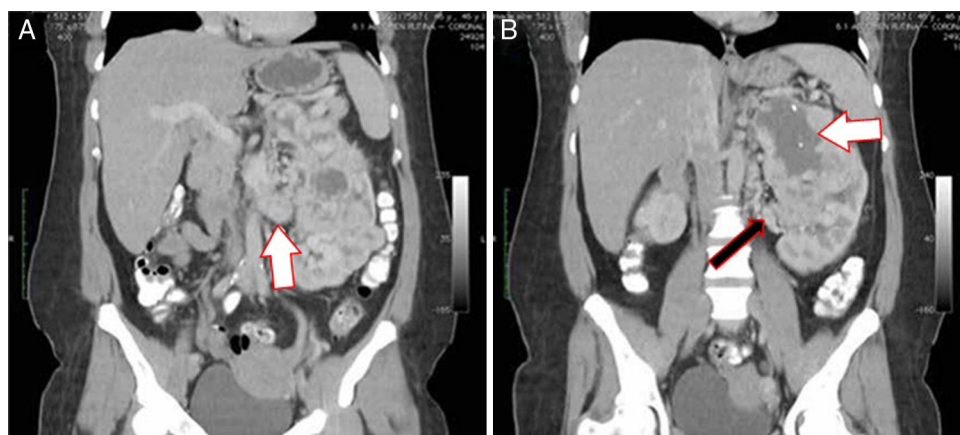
A) Tomografía abdominal contrastada corte coronal que muestra trombo en vena renal izquierda (flecha blanca). B) Necrosis en polo superior de masa renal izquierda (flecha blanca) e importante neovascularización secundaria al tumor (flecha negra).
